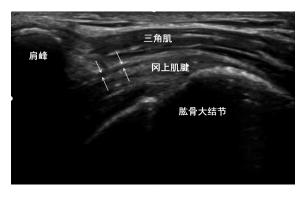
超声图像示肩峰下滑囊长轴切面(箭头所指)
